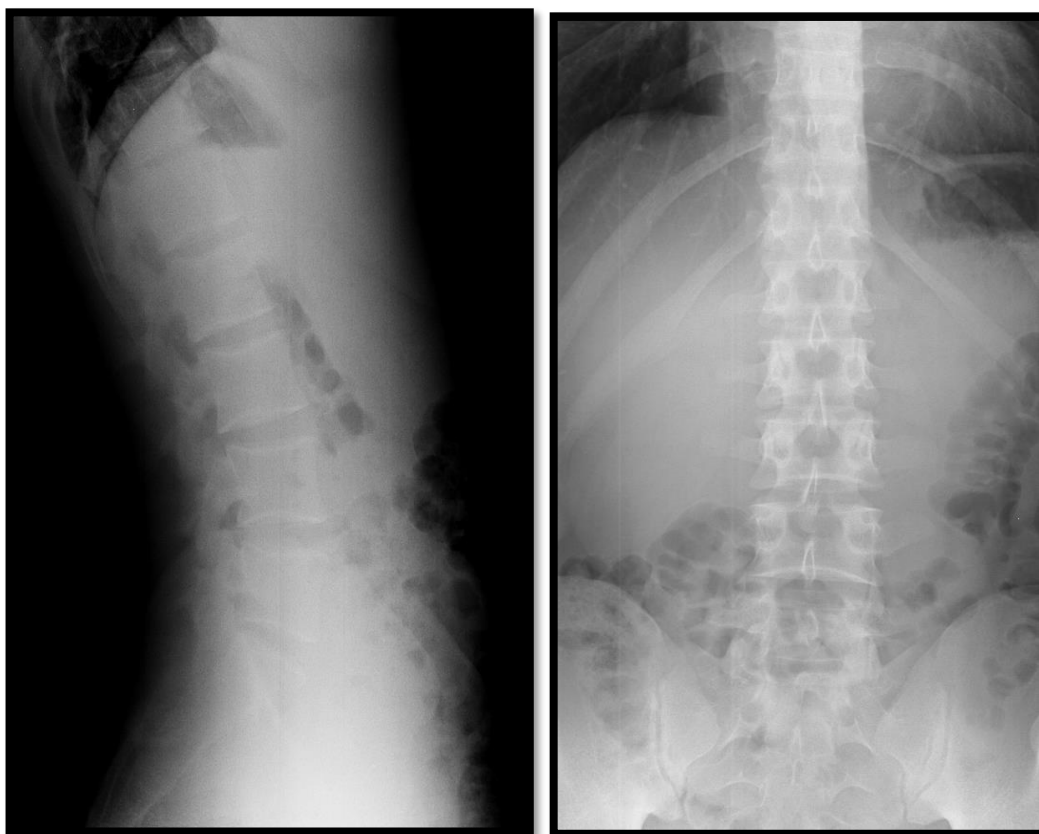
Imagen lateral y anteroposterior de una radiografía de columna lumbar (Imagen de paciente anónimo del CHUA).
